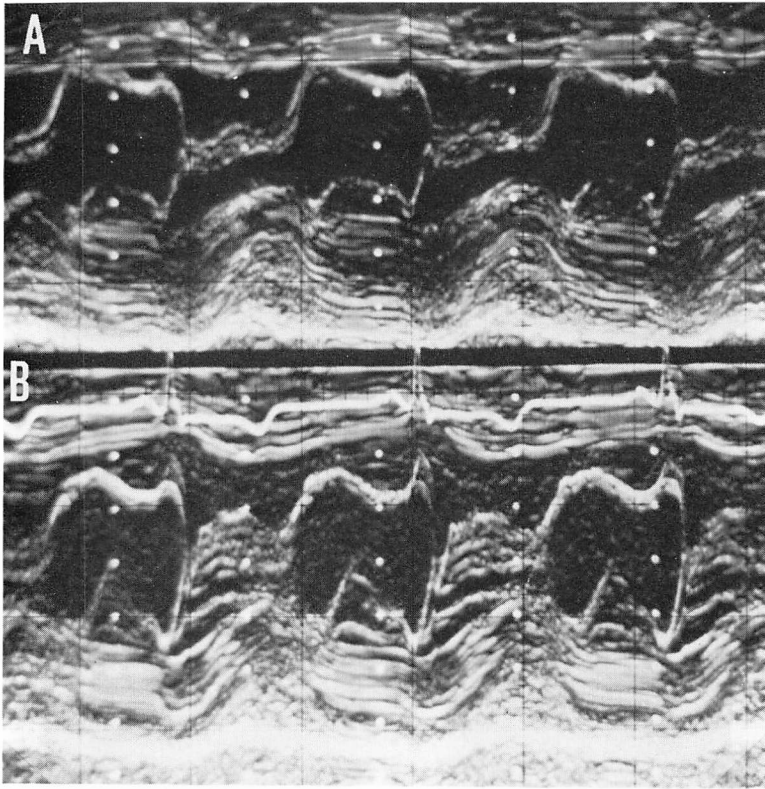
Dual echocardiograms (Case 1).
